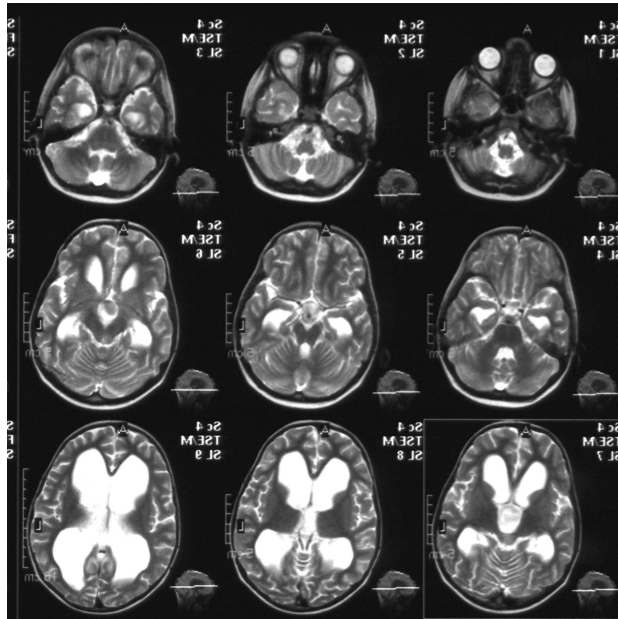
б) T_2 - взвешенная магнитно-резонансная томограмма больного С., спустя 3 месяца после операции. Отсутствуют признаки прогрессирующей гидроцефалии (хорошо выраженные субарахноидальные пространства, отсутствует перивентрикулярный отек, нарастающая вентрикуломегалия)
